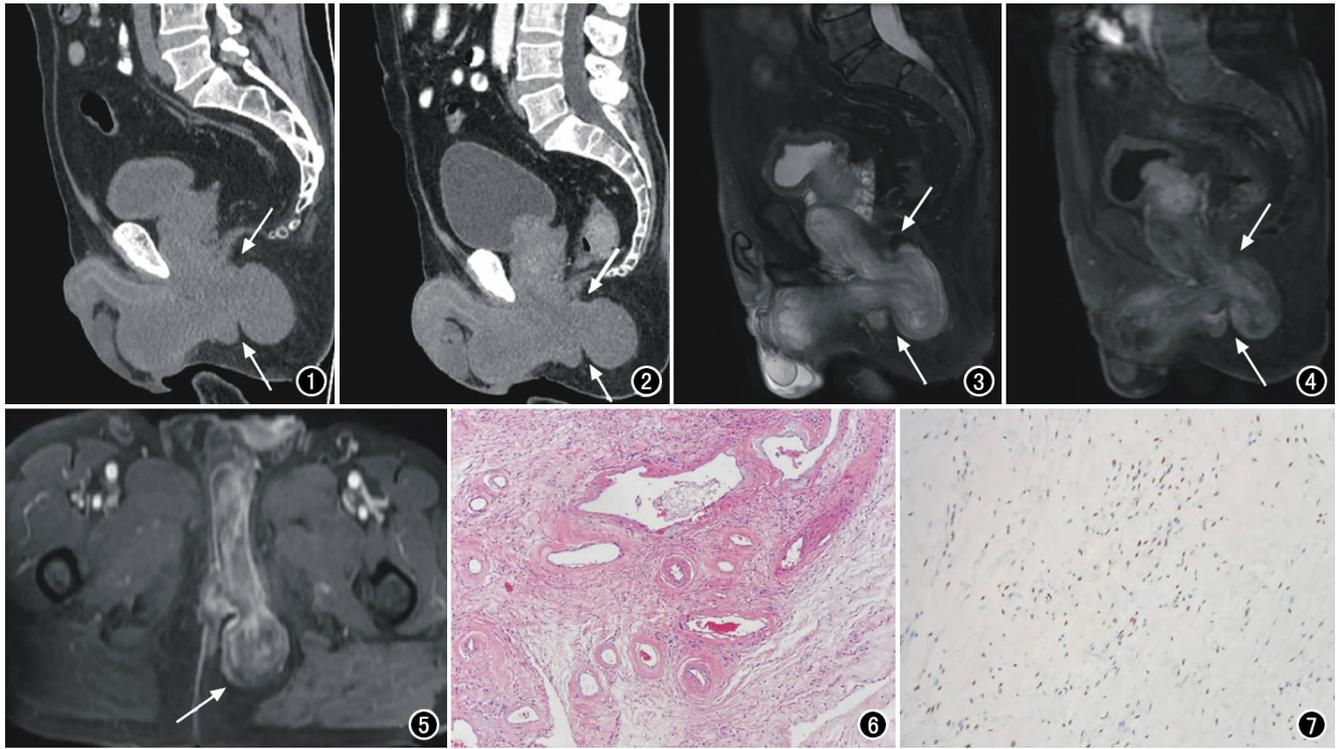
CT平扫矢状面示尿道走行区稍低密度肿块,CT值约27HU,肿块呈团块状向后凸向会阴深部(箭)。图2 CT增强扫描示病灶(箭)呈轻度强化(静脉期),CT值约32HU。图3 盆腔MRI平扫矢状面 T_2 WI示病灶呈钻孔样生长(箭),未侵犯邻近组织,可清晰显示高低间隔条纹样表现。图4 MRI增强扫描静脉期,病灶可见强化以及类似 T_2 WI的条纹状、漩涡状表现(箭)。图5 盆腔MRI增强扫描轴面延迟期,病灶呈渐进性强化,局部侵入左侧会阴深部(箭)。图6 镜下可见大量血管组织及纤维成分,部分区见黏液样变性($\times 100$, HE)。图7 免疫组化可见许多细胞表达雌激素受体($\times 200$, 免疫组化染色)。
